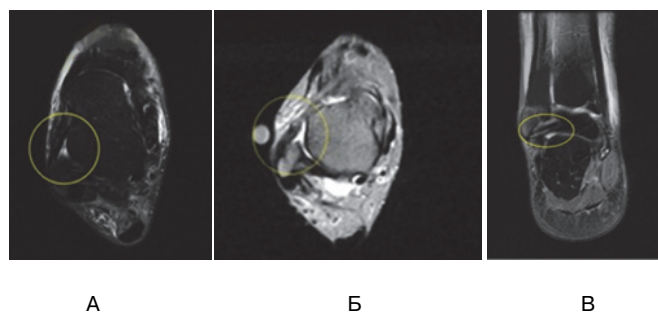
МРТ голеностопного сустава:
